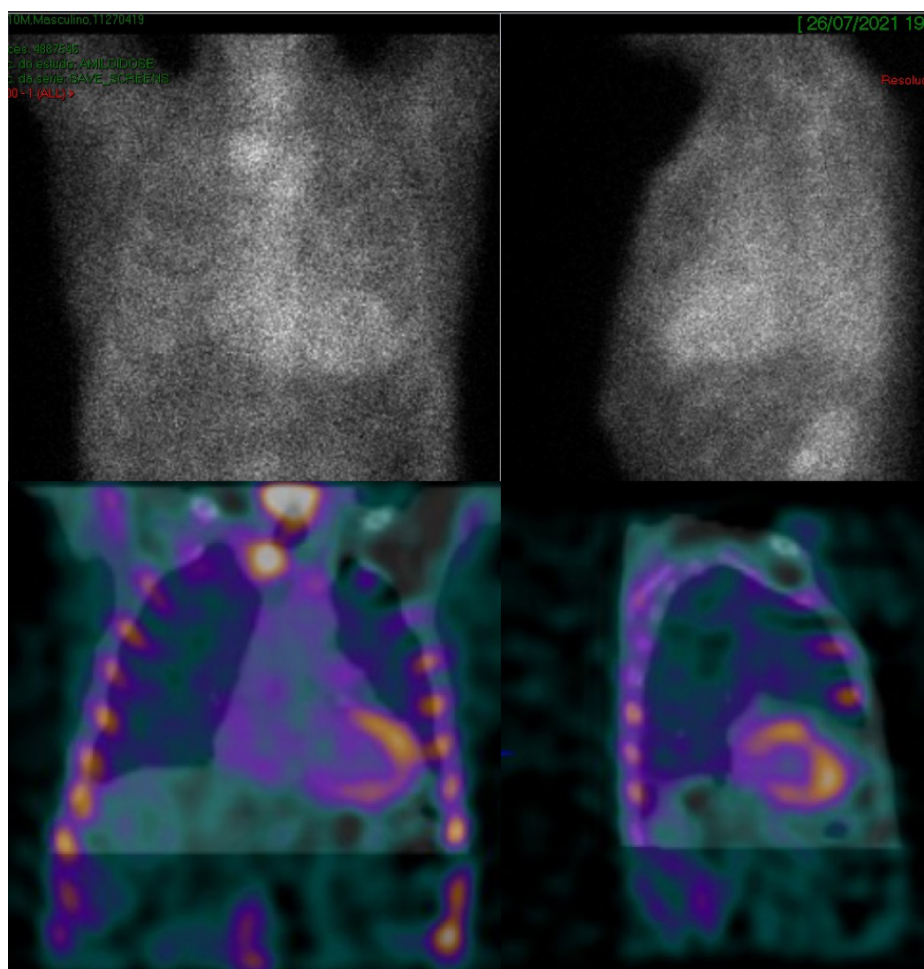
Cintilografia miocárdica com pirofosfato com imagens planares (quadrantes superiores) e SPECT (quadrantes inferiores) demonstrando captação cardíaca aumentada em relação ao tórax contralateral, com intensidade semelhante à dos arcos costais (grau 2).
